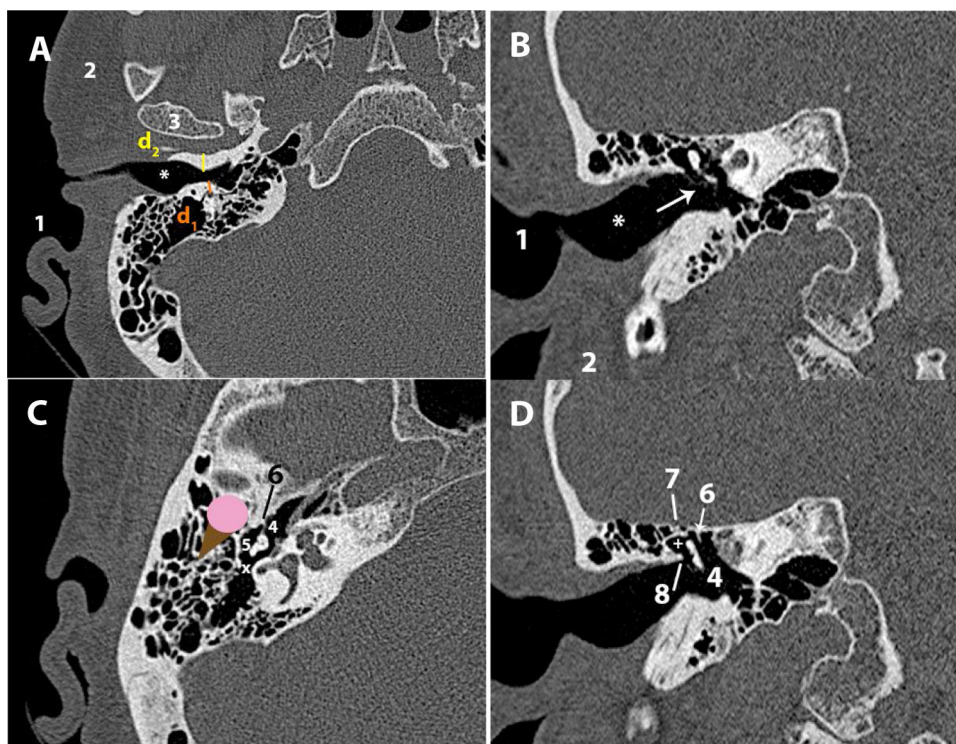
Conducto auditivo externo: A) TC axial. B) TC coronal. Epitímpano: C) TC axial. D) TC coronal. 1) Pabellón auricular. 2) Glándula parótida. 3) Articulación temporomandibular.
